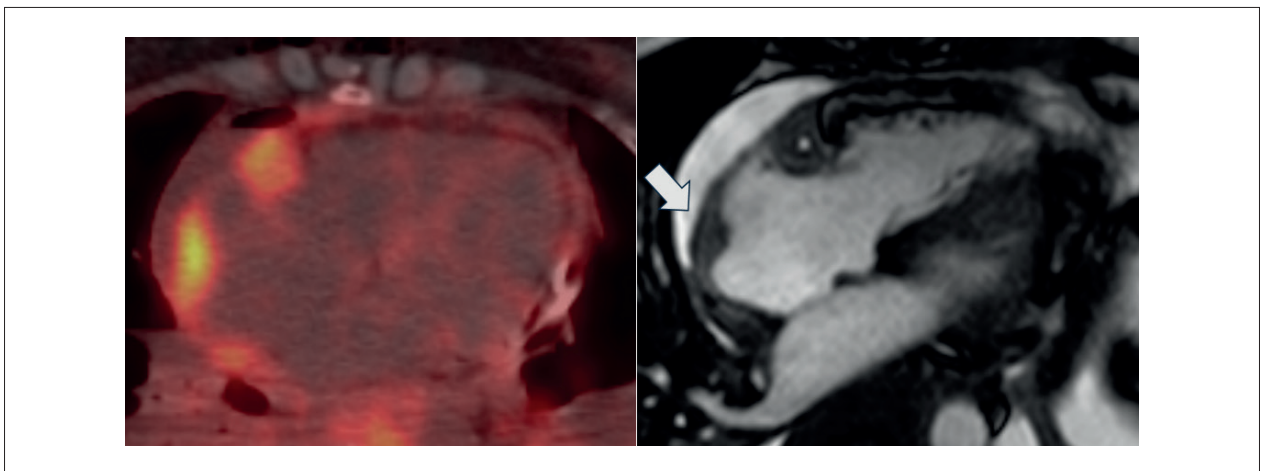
Fusão de imagens de PET-TC (à esquerda) demonstrando tecido com hipermetabolismo glicolítico nas paredes do átrio direito e no sulco atrioventricular direito, com amplo envolvimento da artéria coronária direita. Foram observados os mesmos achados nas imagens de cine-ressonância à direita (seta branca apontando espessamento da parede livre do átrio direito). Em conjunto com achados sistêmicos (ósseos, pulmonares, abdominais e de cabeça e pescoço) foi fechado diagnóstico de doença de Erdheim-Chester. PET: tomografia por emissão de pósitrons; TC: tomografia computadorizada.
